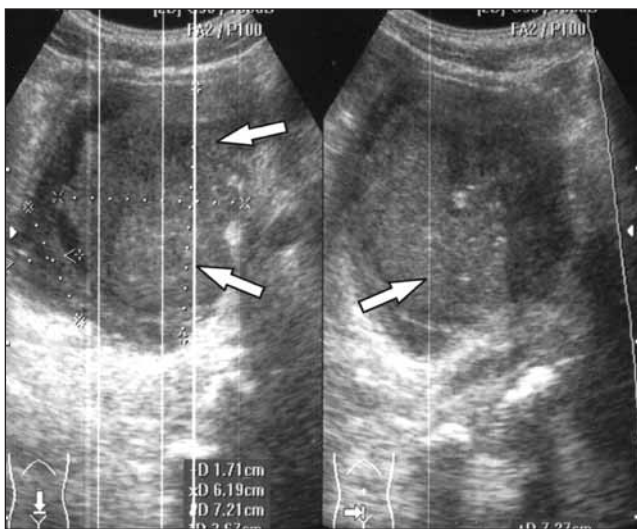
УЗИ мочевого пузыря. Первичное обследование: определяется экзофитная опухоль размерами 72×37×62 мм, инфильтрирующая предстательную железу и паравезикальную клетчатку (стрелки)
